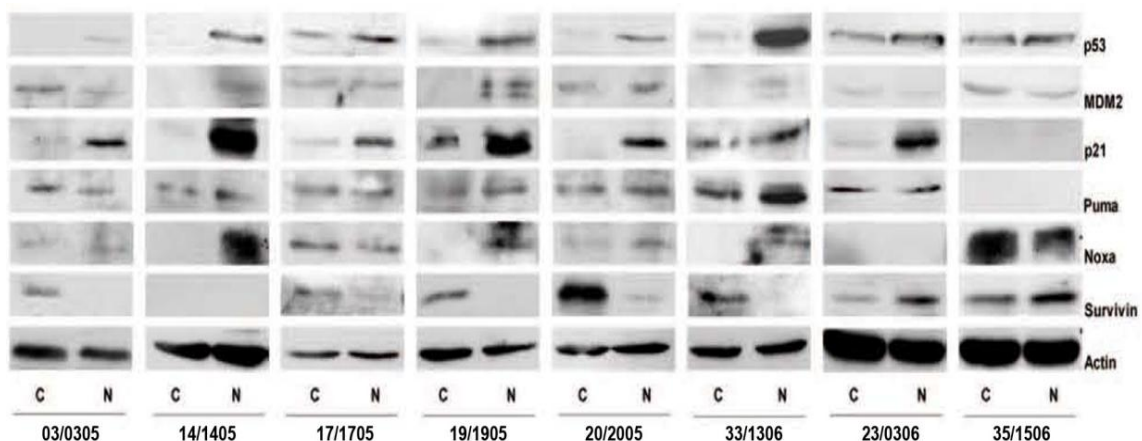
Anàlisi de l'expressió proteica mitjançant Western blot. Les proteïnes vas ser avaluades 96 hores després de l'exposició amb Nutlina-3a. Les cèl·lules dels cultius primaris tractats amb DMSO o Nutlina-3a van ser trencades per extreure el pool de proteïna per ser estudiada per Western blot. CT: Control; N: Nutlina-3a.
